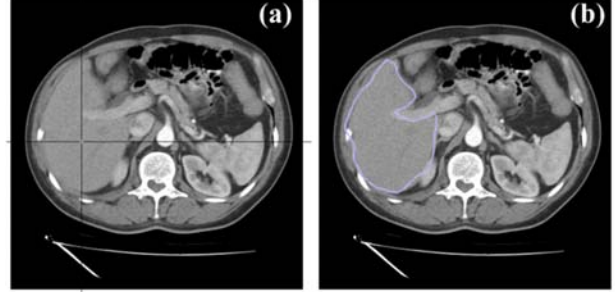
Çalışma kapsamında hazırlanan verisetinde bulunan karaciğer bölgesine ait bazı BT görüntüleri örnekleri
